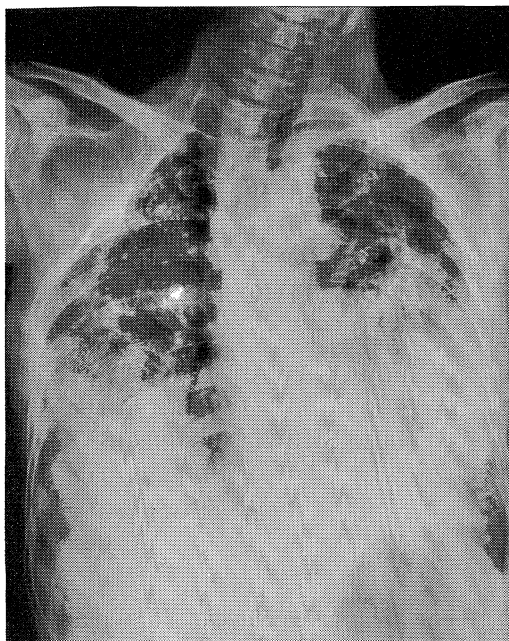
Chest X-ray showing extensive consolidation at the lower lung field.
